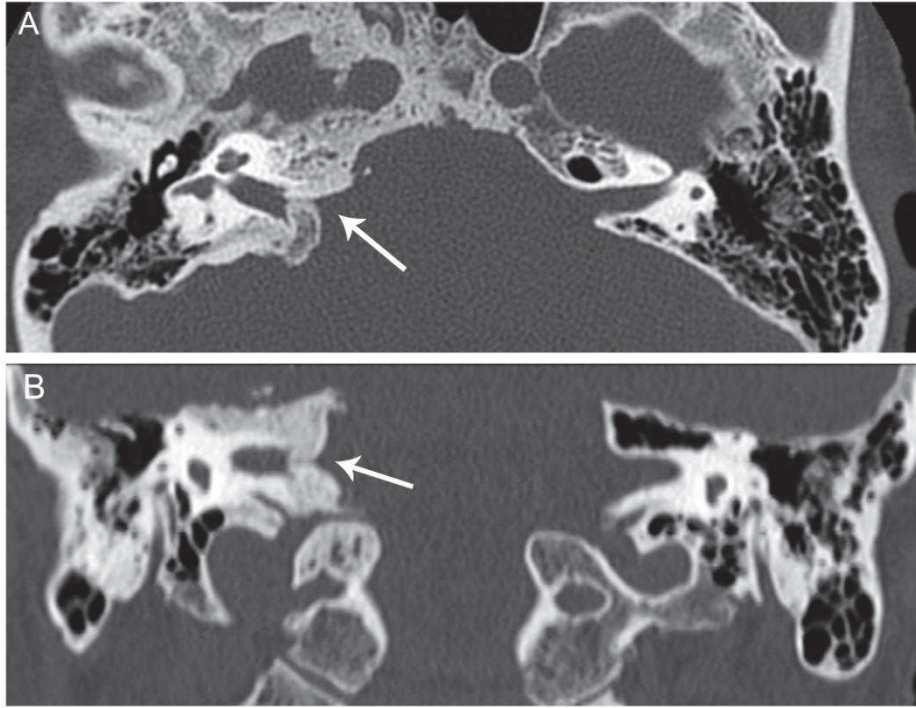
TC de peñasco. A: Axial. B: Coronal. Estenosis del CAI derecho por engrosamiento óseo adyacente (flechas blancas)
